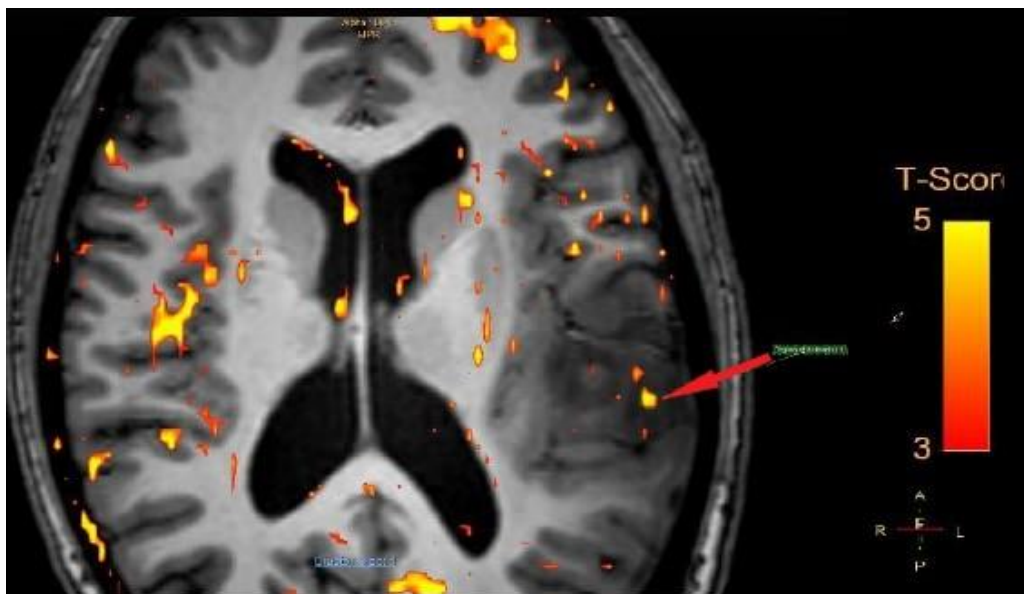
МРТ (3 Тл) головного мозку хворої К. (№5034/21). Внутрішньомозкова пухлина лівої скроневої частки (гістологія – дифузна астроцитома 3 ступеня анаплазії); фМРТ з візуалізацією мовних центрів (центр Верніке – зона активного сигналу від центру позначена стрілкою)
